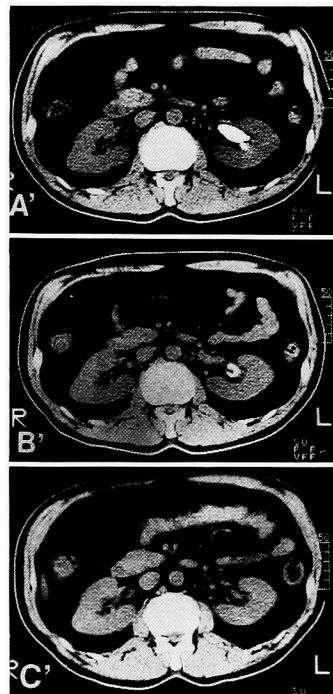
A, A': 症例3の術前 IVP と CT スキャン像. B, B': 碎石術後. C, C': アルカリ療法後. 結石は完全に消失した。
